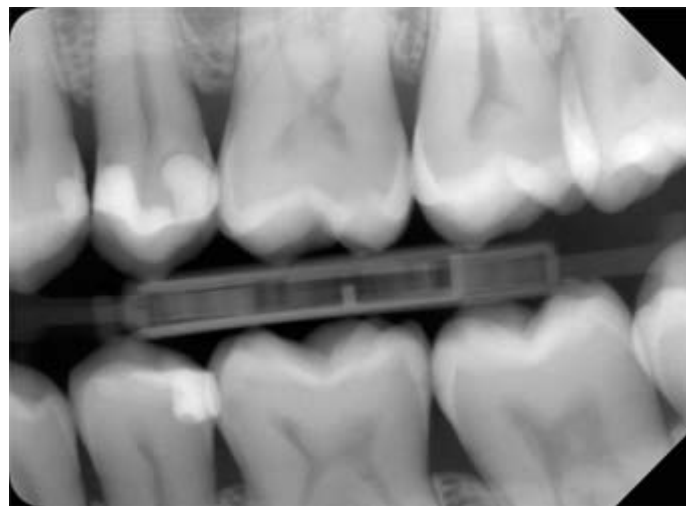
Radiografía Digital Intraoral.
